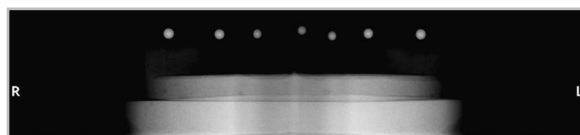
Ортопантомограмма. Оснастка № 1
